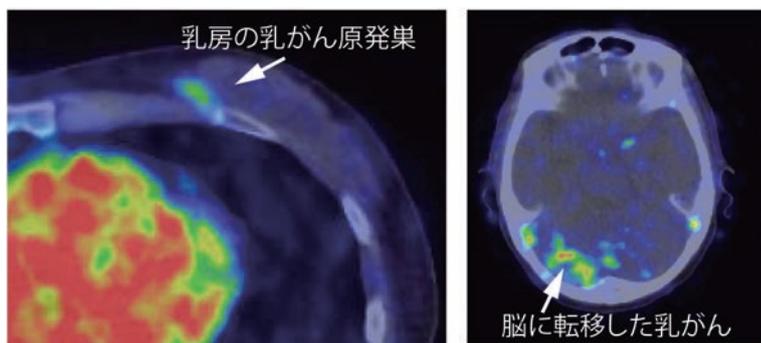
HER2陽性乳がんを捉えたPET画像(国立がん研究センターとの共同研究)
